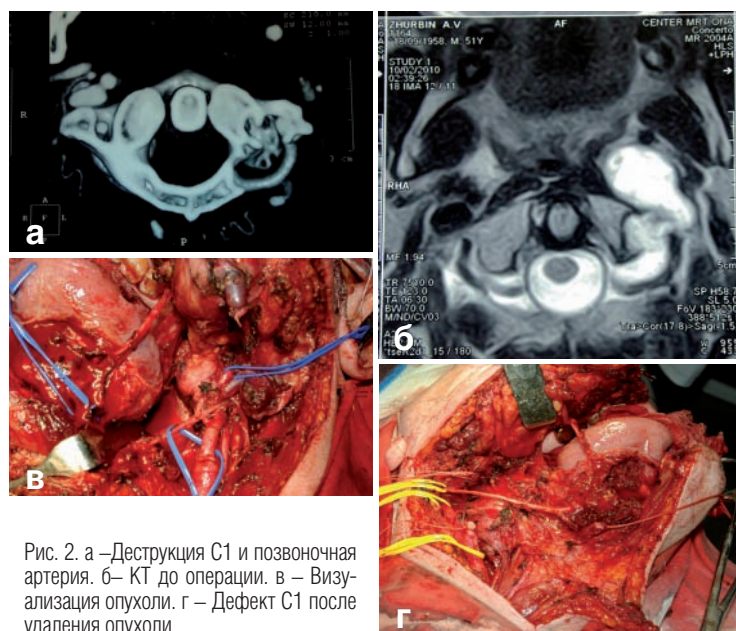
а – Деструкция С1 и позвоночная артерия. б – КТ до операции. в – Визуализация опухоли. г – Дефект С1 после удаления опухоли.
